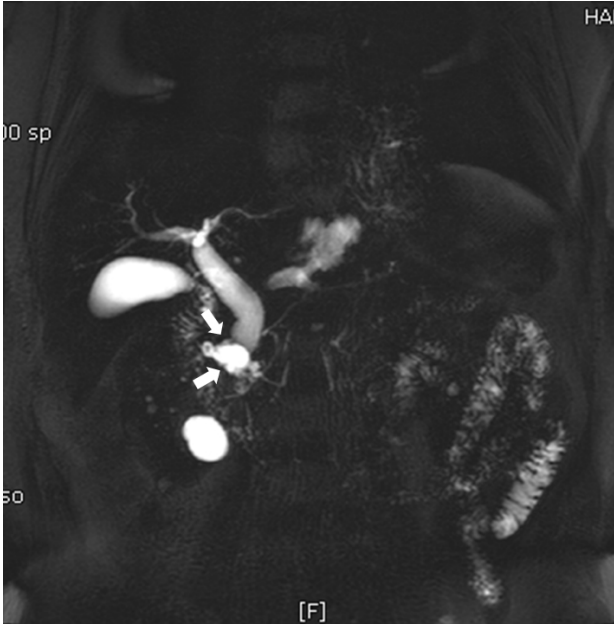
MRCP showed a $2.2 \times 1.0 \times 2.0$ cm sized lobulating cystic mass with communicating to main pancreatic duct at pancreatic head portion (arrow) and mild dilatation of common bile duct. Main pancreatic duct was normal appearance. MRCP, magnetic resonance cholangiopancreatography.
